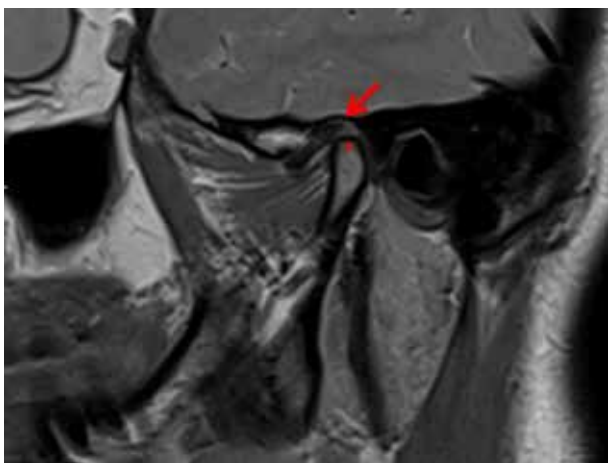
МРТ лівого СНЩС при закритому роті пацієнтки Ж., 41 р. Стрілкою позначено переднє зміщення суглобового диска. Зірочкою позначена ділянка сплощеності суглобової головки
